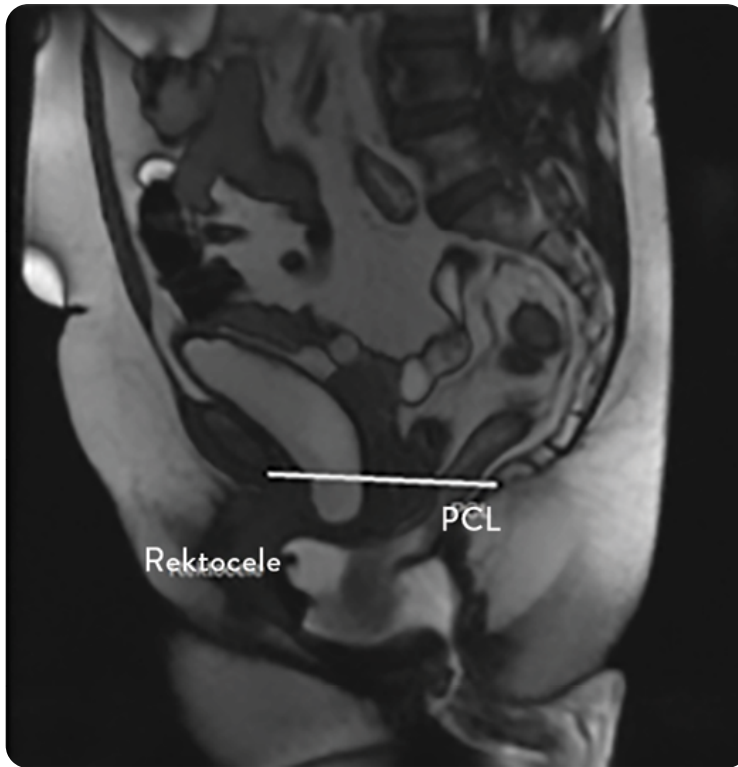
MRT-Defäkographie mit ventraler Rektozele und innerem Rektumprolaps.
